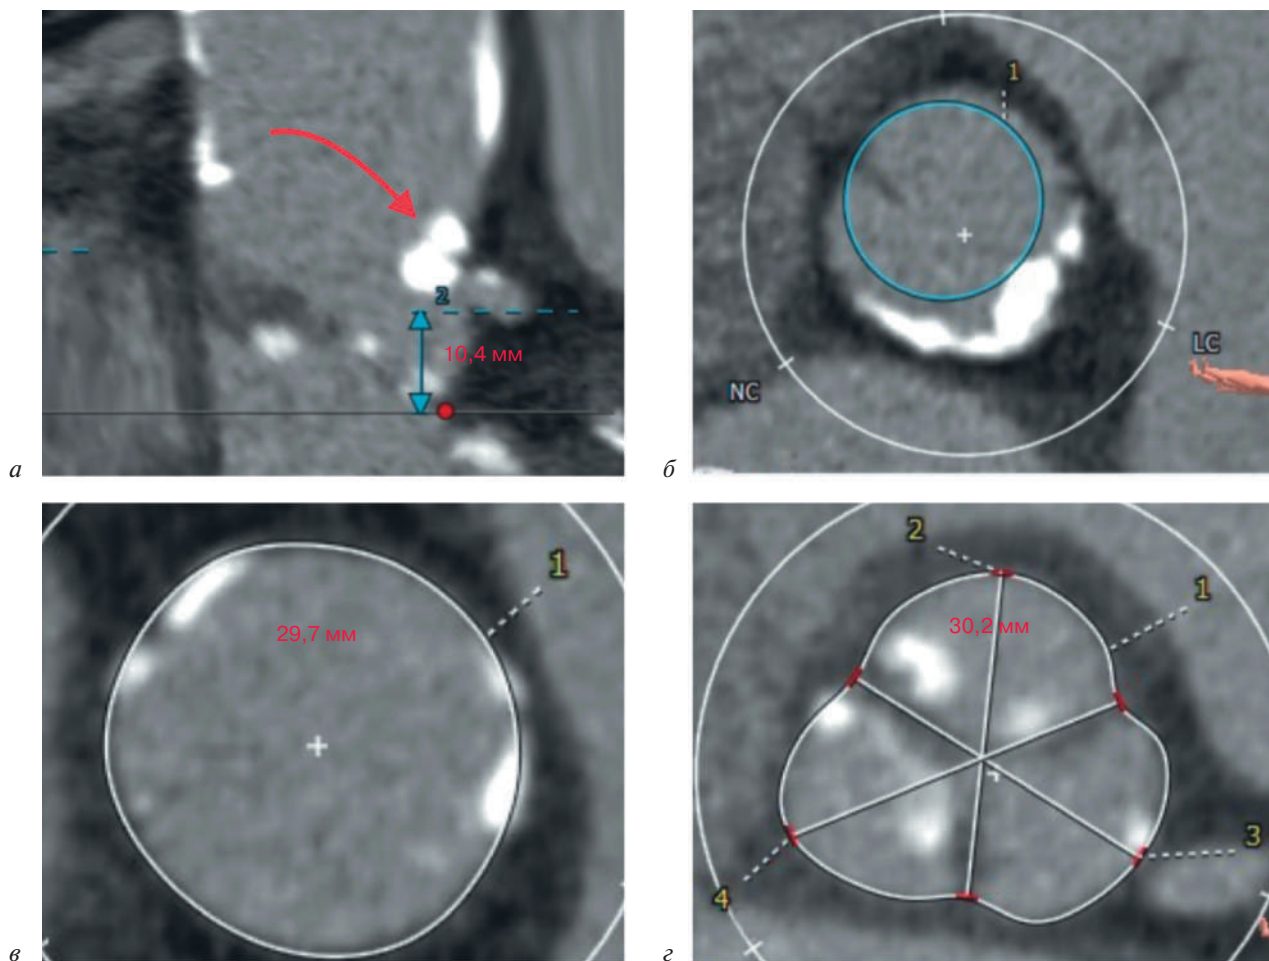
КТ-ангиография аорты:
